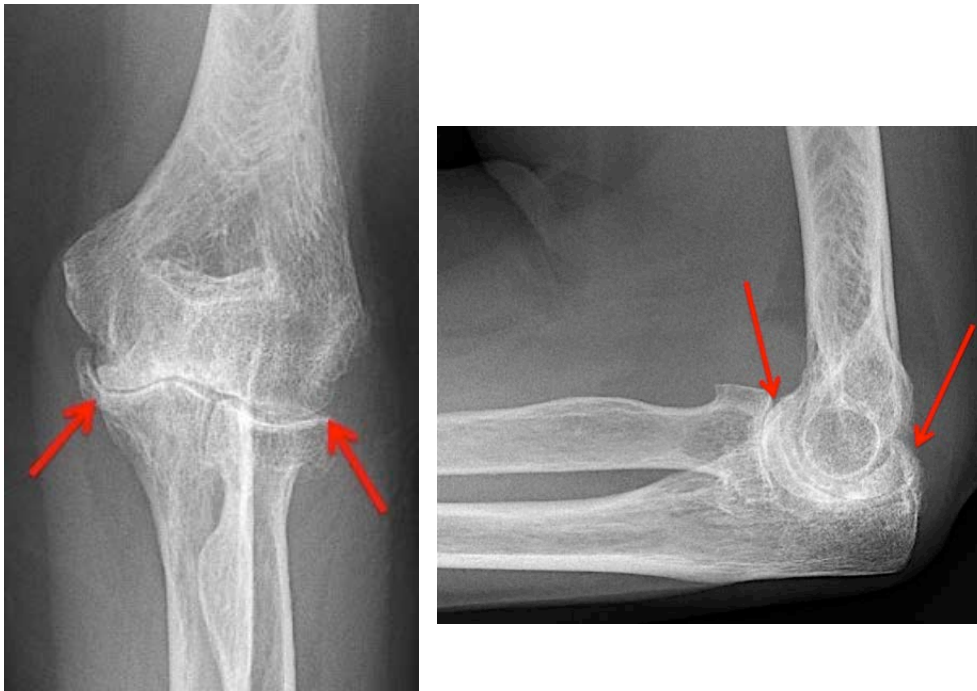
Röntgenbild eines Ellbogengelenkes mit chronischen Polyarthritis mit komplett verschwundenen Gelenksabständen
